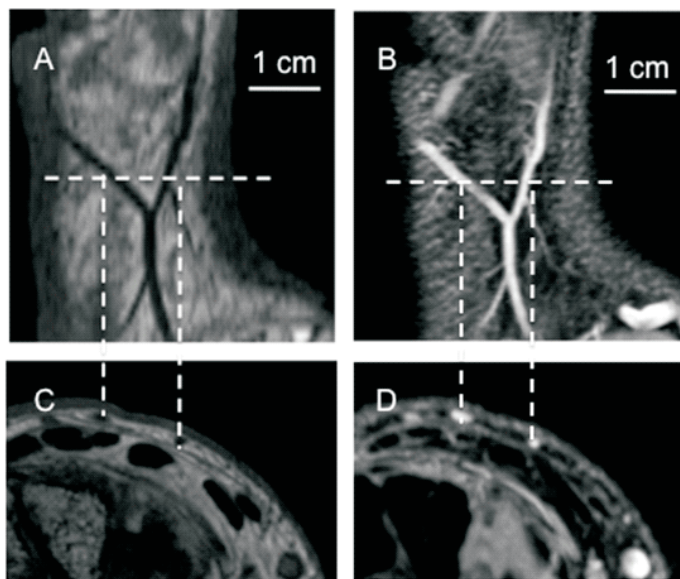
High-resolution ($312\mu\text{m} \times 312\mu\text{m} \times 300\mu\text{m}$) gradient echo T1-weighted (A and C) and T2*-weighted (B and D) reconstructions of skin vasculature. A and B show images parallel to the wrist dorsal skin and C and D show images perpendicular to the wrist dorsal plane (as indicated by the horizontal dashed lines). Perpendicular dashed lines show vessel correspondence in the top and bottom images. It is observed that vessels show opposite contrasts in T1 (hypointensity) and T2* (hyperintensity) weightings.
